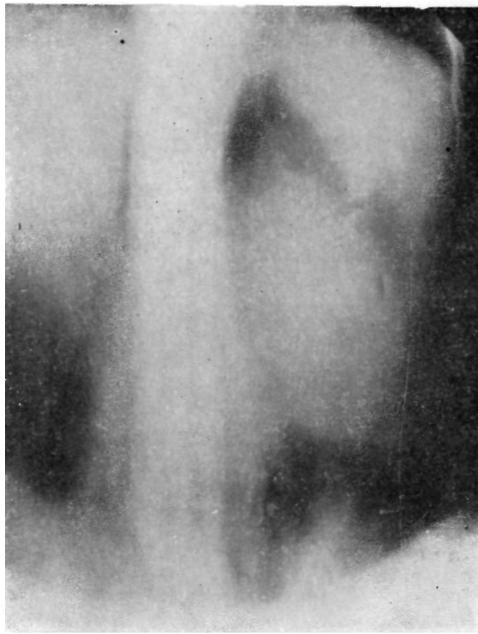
Томограмма брюшной полости больной с кистой тела поджелудочной железы (срез на глубине 16 см от спины) после наложения пневморетроперитонеума. Отчетливо видны контуры кисты.
